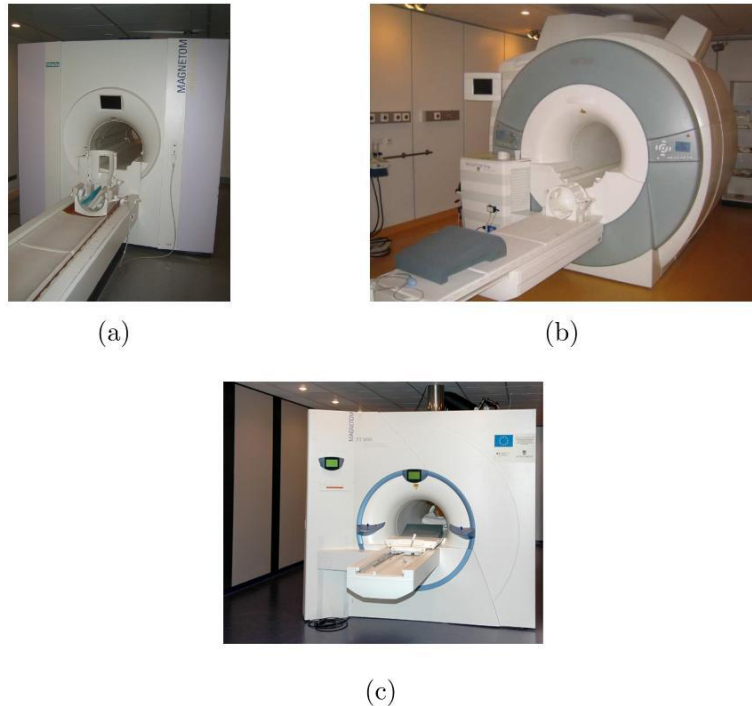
Magnetom Vision mit 1,5 T (a), Tim Trio mit 3 T(b) und Ultrahochfeld-Kernspintomograph mit 7 T (c).*
